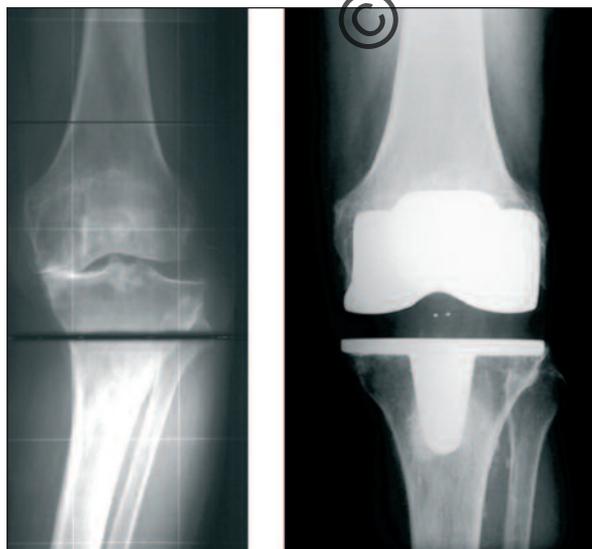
Quadro radiografico pre e post-operatorio con protesi a piatto mobile.
